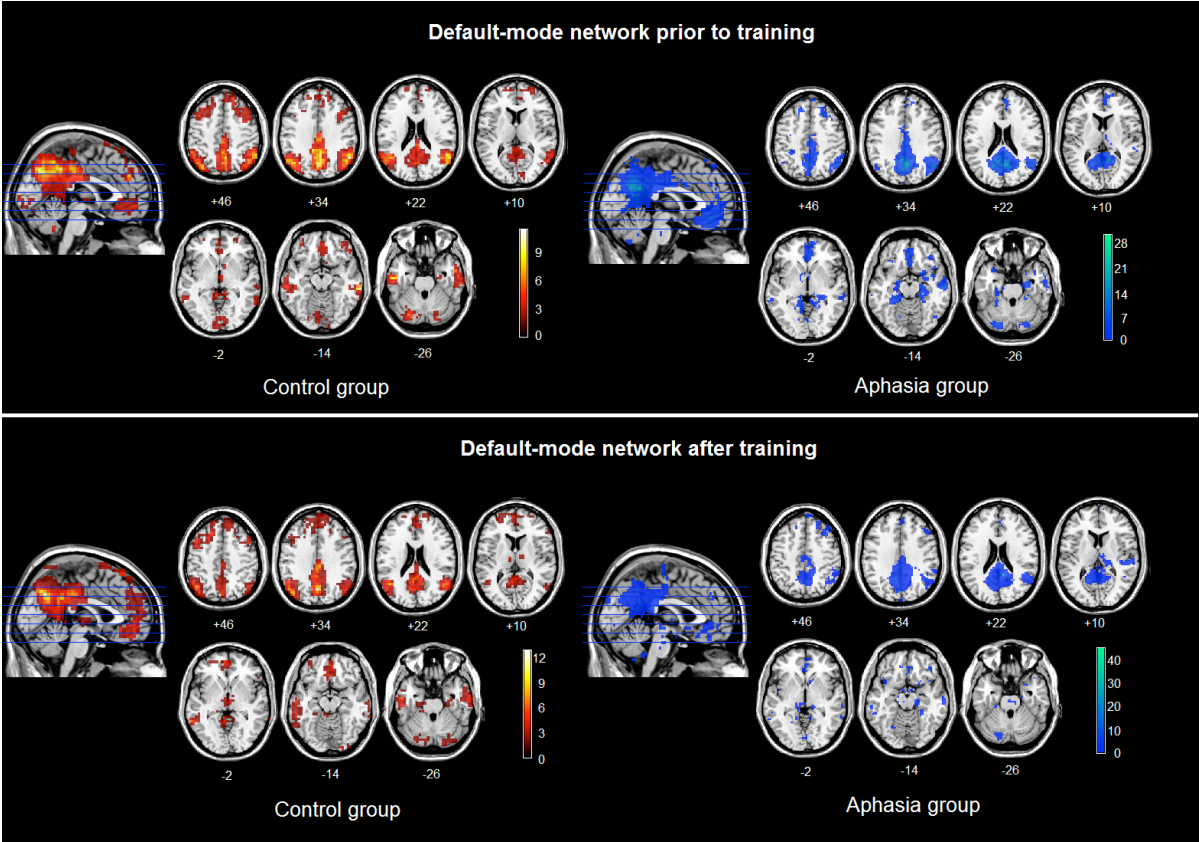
Default-mode network identified in healthy elderly controls and patients with aphasia—prior to (top) and after (bottom) language training. Threshold results ($P < 0.005$) are uncorrected and superimposed on an anatomical template in the functional magnetic resonance imaging (fMRI) standard space. Images are shown
